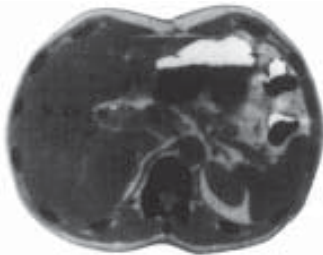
Комп'ютерна томограма печінки.
